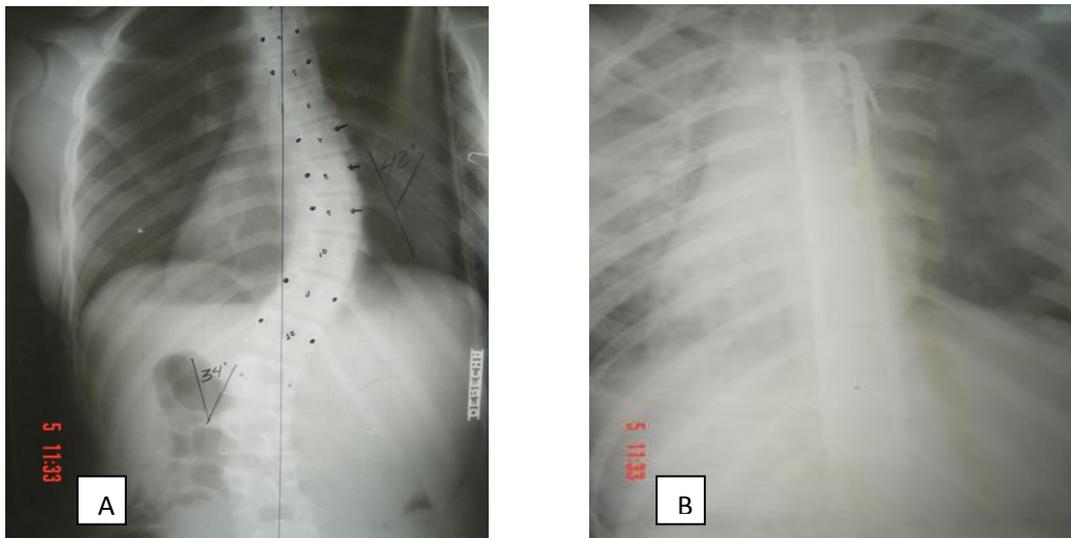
Radiografía AP preoperatorio y postoperatoria. A: Paciente femenina con escoliosis idiopática, curva torácica de 42°. B: tratada con instrumentación transfaceto pedicular con tornillo alambre. La corrección fue excelente.
